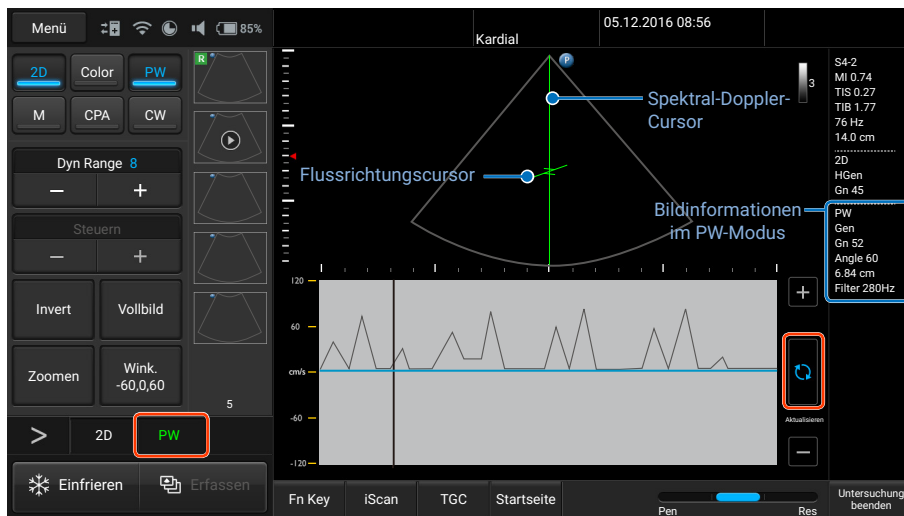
Echtzeit-Scan im PW-Doppler-Modus
